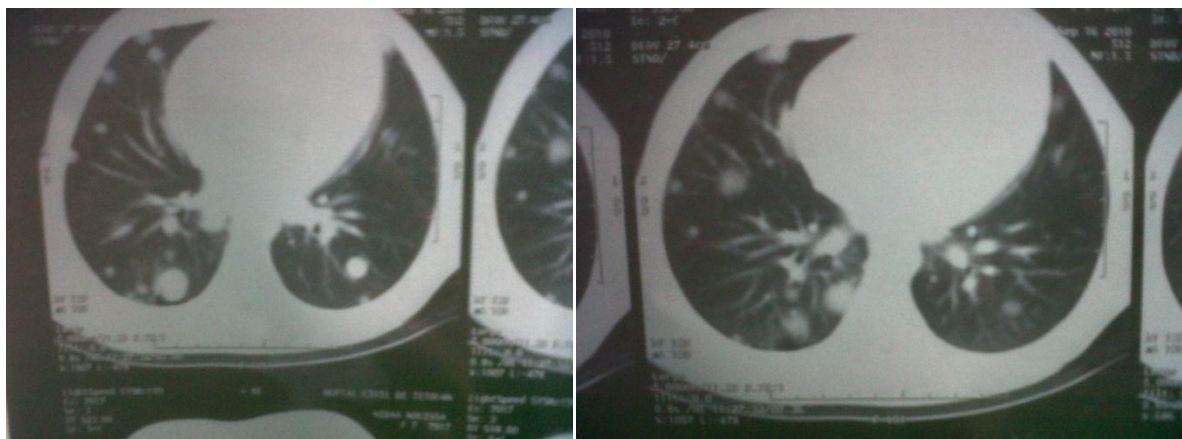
TDM thoracique en faveur de métastases pulmonaires (Photos HER)
